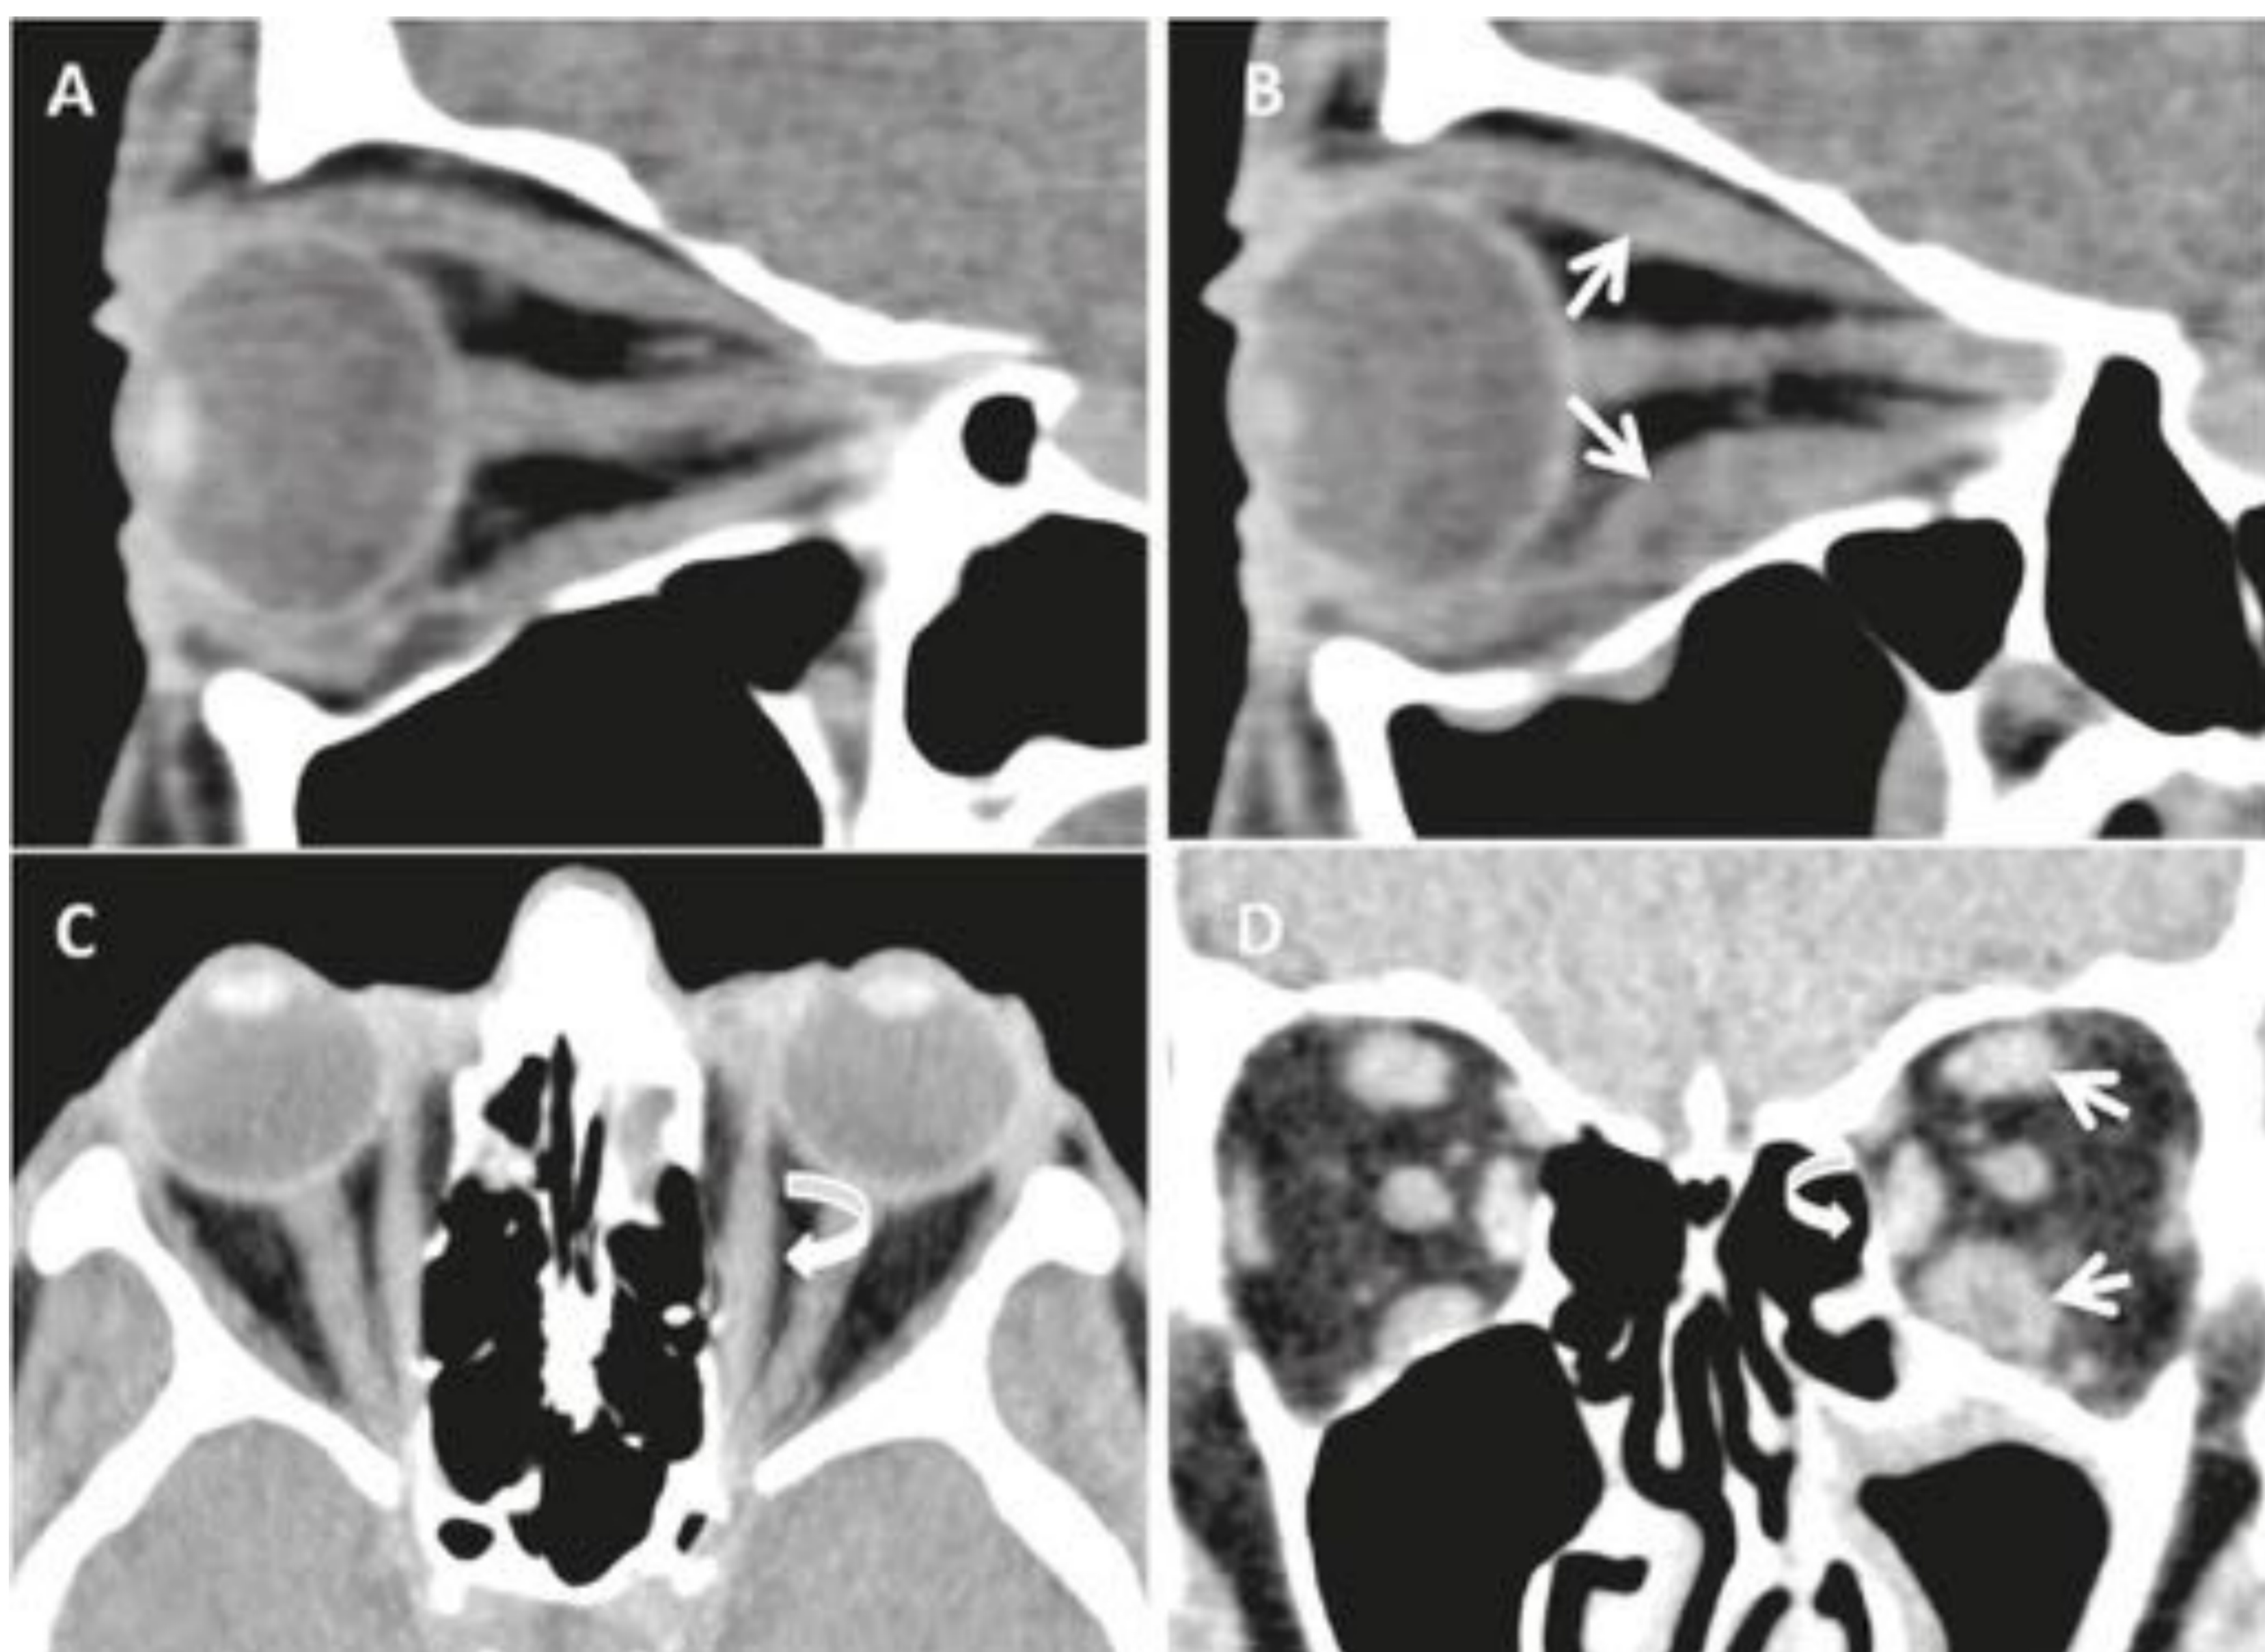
TC de órbitas sin contraste de un paciente con OT unilateral y proptosis izquierda. Imágenes sagitales de la órbita derecha (A) e izquierda (B). Imagen axial (C). Imagen coronal (D). Engrosamiento de los rectos superior e inferior de la órbita izquierda (flechas) estando respetados en la órbita derecha. Engrosamiento del recto interno izquierdo (flecha curva).
